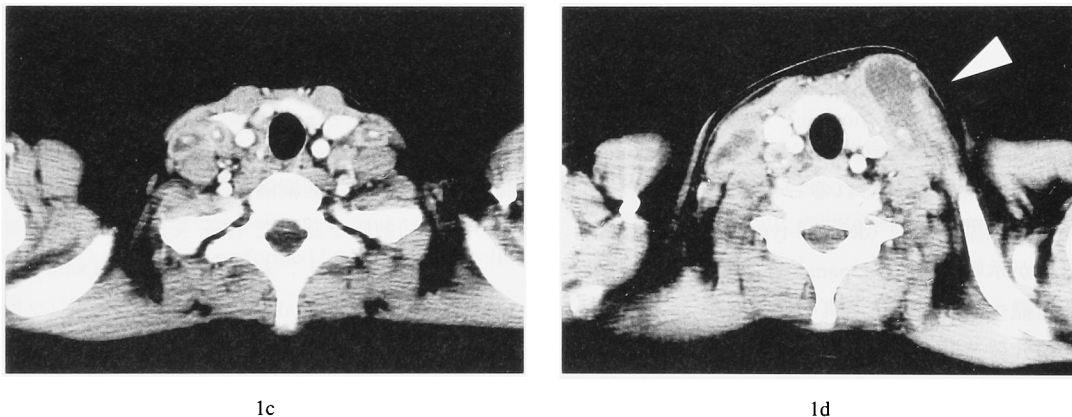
1d Cervical lymphonodes tuberculosis in the same patient. 1c: CT at the reference showing bilateral enlargement of deep cervical lymphonodes. 1d: CT after 3-month treatment with anti-tuberculosis medicines showing marked enlargement of left cervical lymphonodes with central caseous necrosis (white arrowhead).
